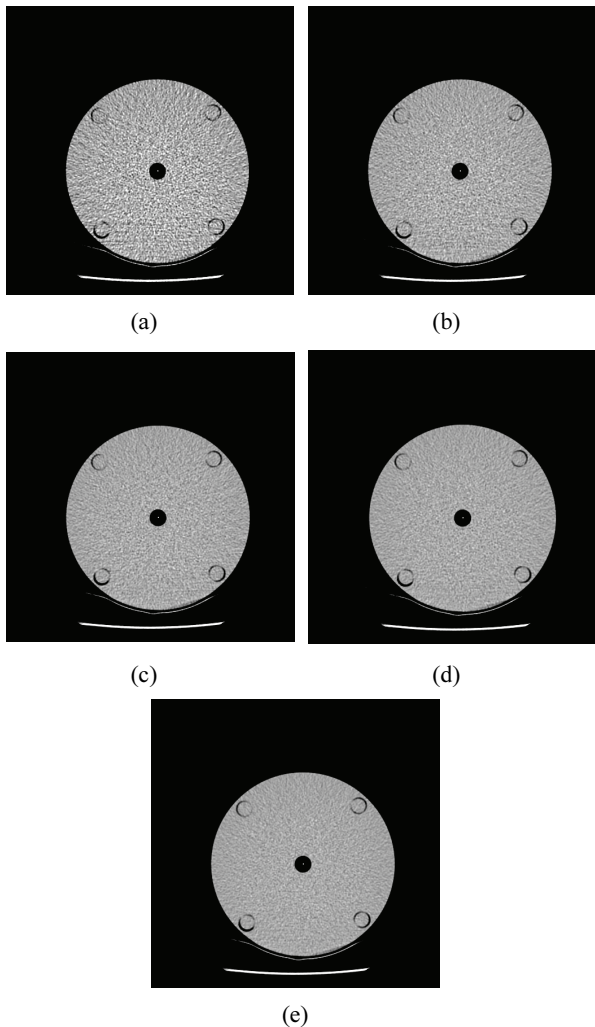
CT image for tube voltage and tube current of 80 kVp and 10 mA (a), 20 mA (b), 30 mA (c), 40 mA (d) and 50 mA (e) for radiation dose measurement with CTDI head phantom.
